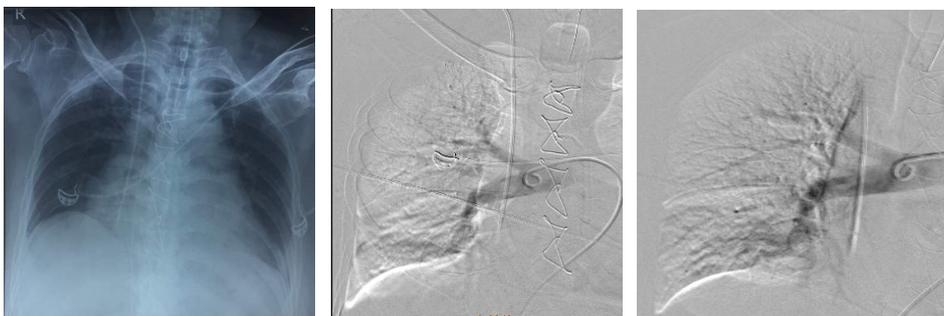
Foto toraks dan Angiogram paru pasien 1
